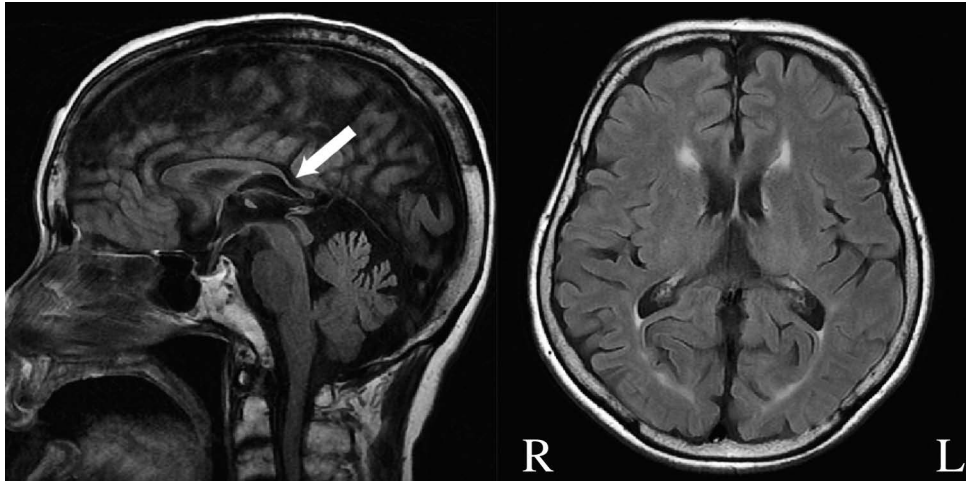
Brain MRI of the patient with *DDHD2* mutation (p.Val220Phe).
